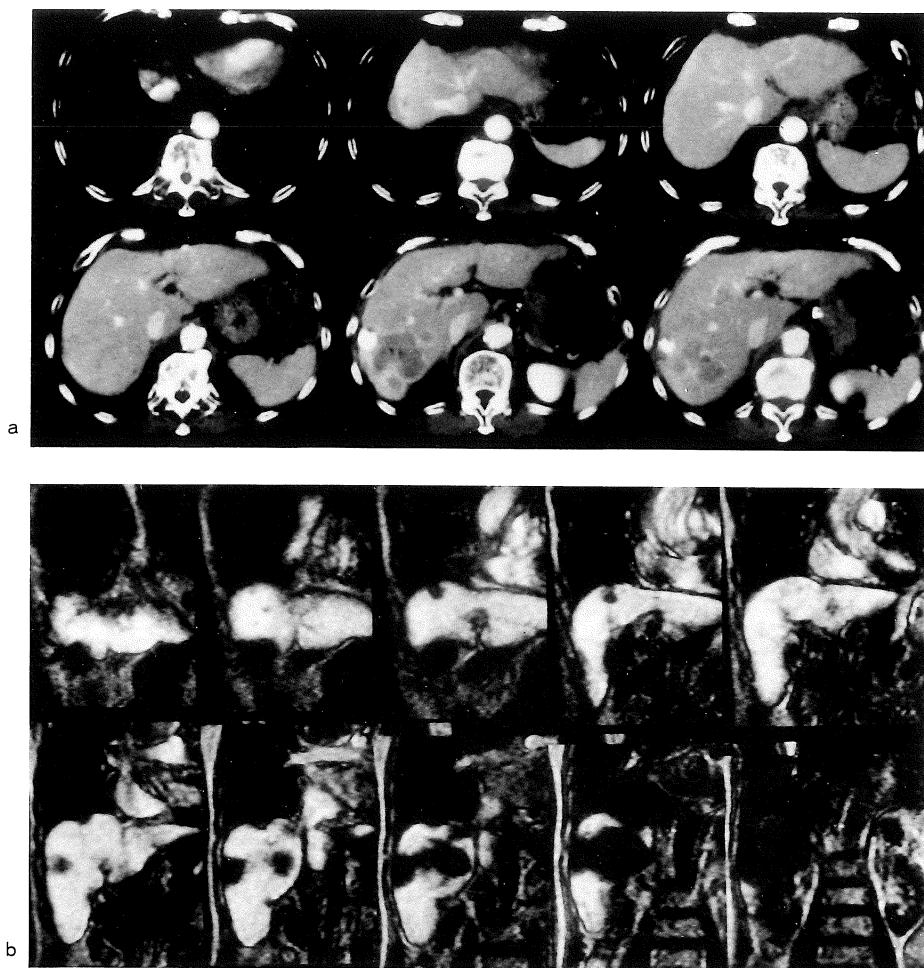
Images obtained in a 71-year-old man with HCC. (a) Enhanced CT demonstrates only one HCC in the S6. (b) Multislice MRAP images demonstrate two tumor (S6 and S8).
